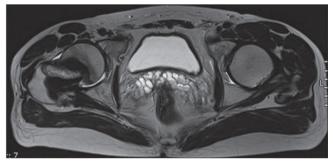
МРТ перед операцией (поперечная проекция)
